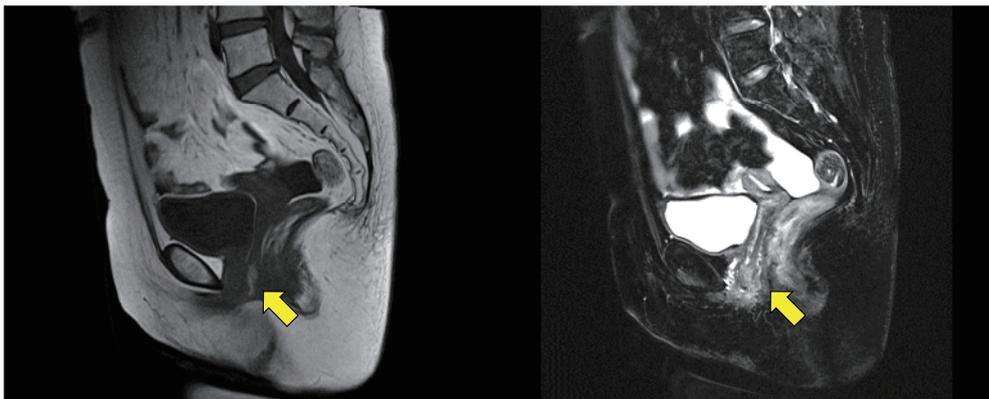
骨盤部造影MRI検査所見（左：T1WI，右：T2WI）
